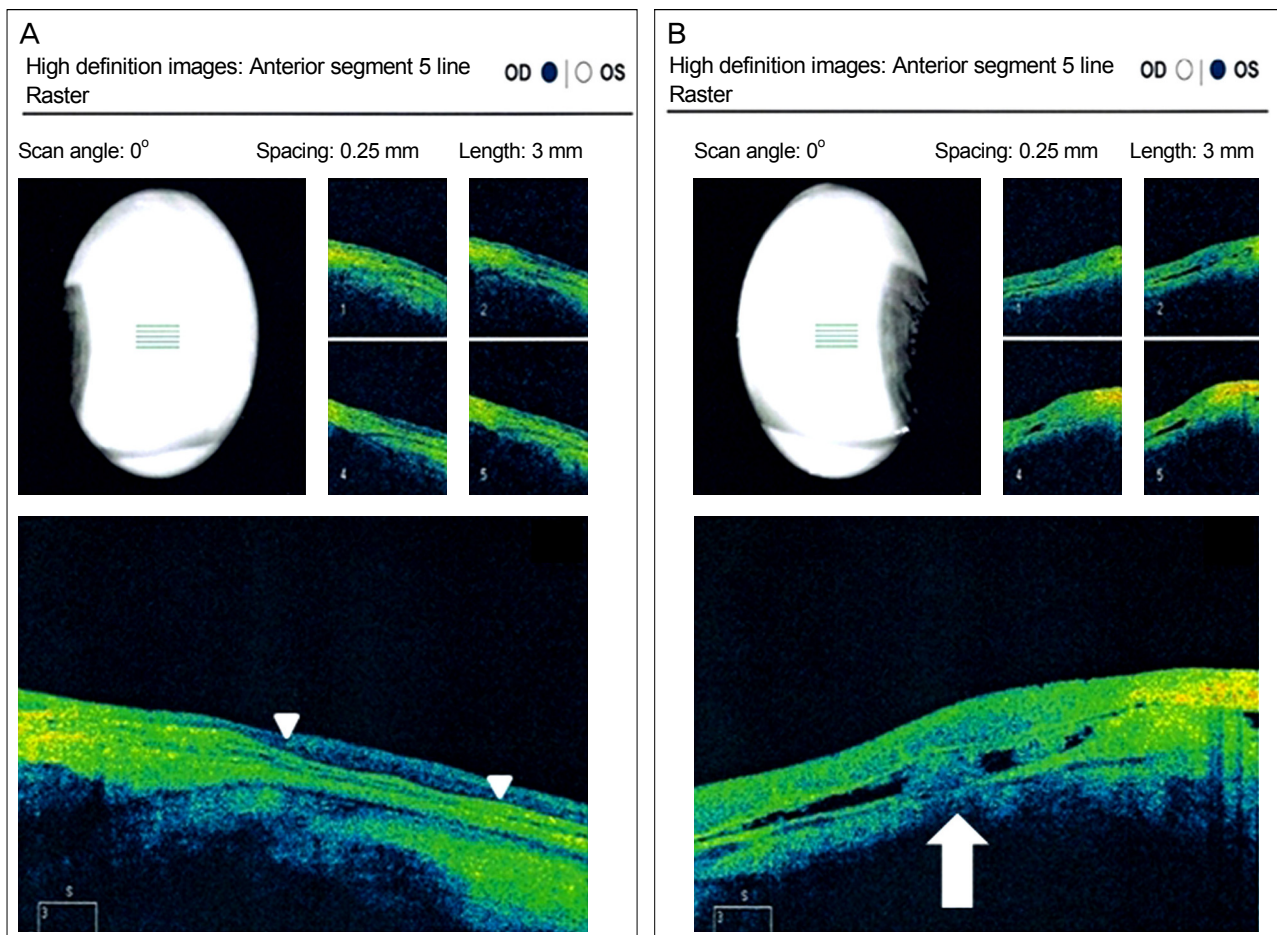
(A, B) Anterior segment Optical Coherence Tomography reveals thinned sclera (arrowheads) and a plaque (white arrow).
